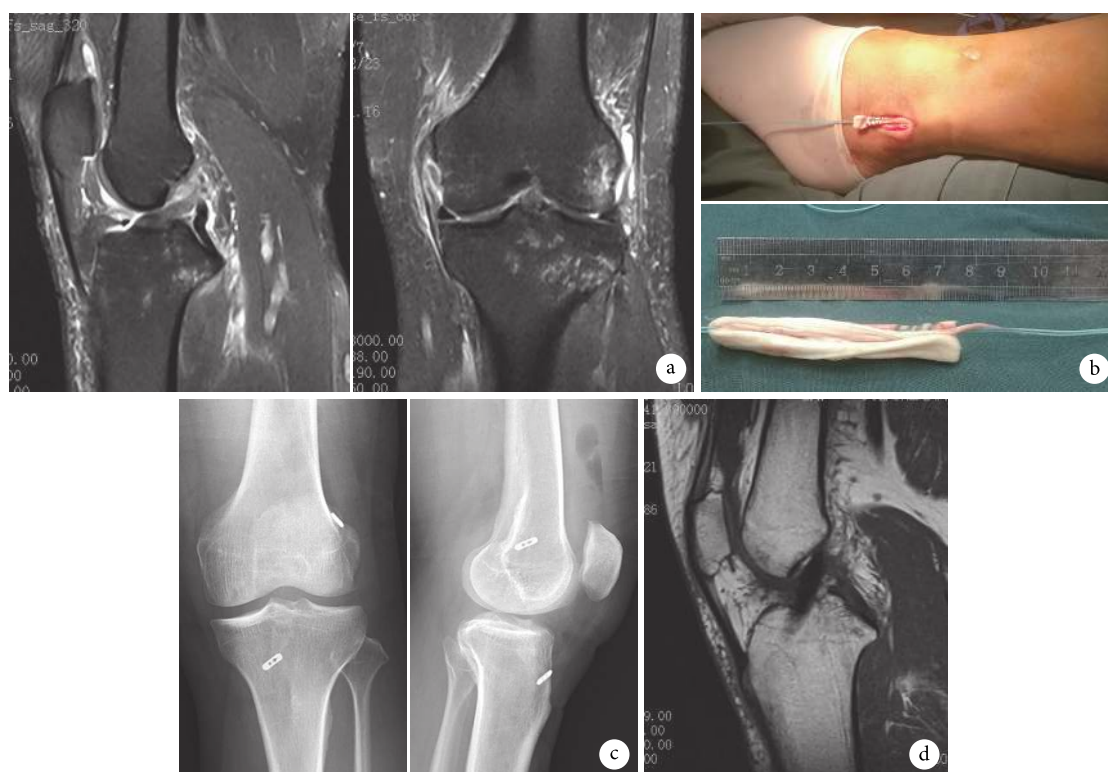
患者,女,44岁,左侧膝关节 ACL 断裂伴 MCL III 度损伤 a.术前 MRI; b.术中制备肌腱束; c.术后 1 周膝关节正侧位 X 线片; d.术后 12 个月 MRI
